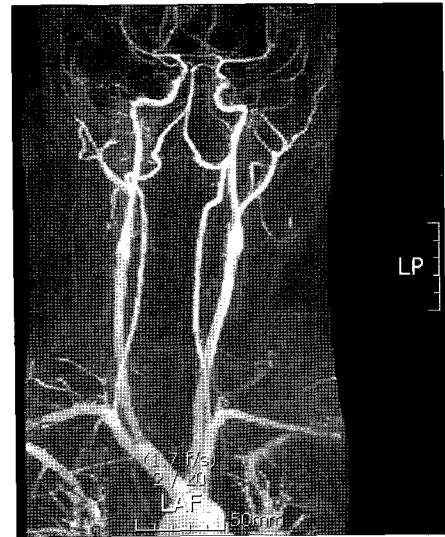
Postoperative magnetic resonance angiogram shows patent patch graft.
